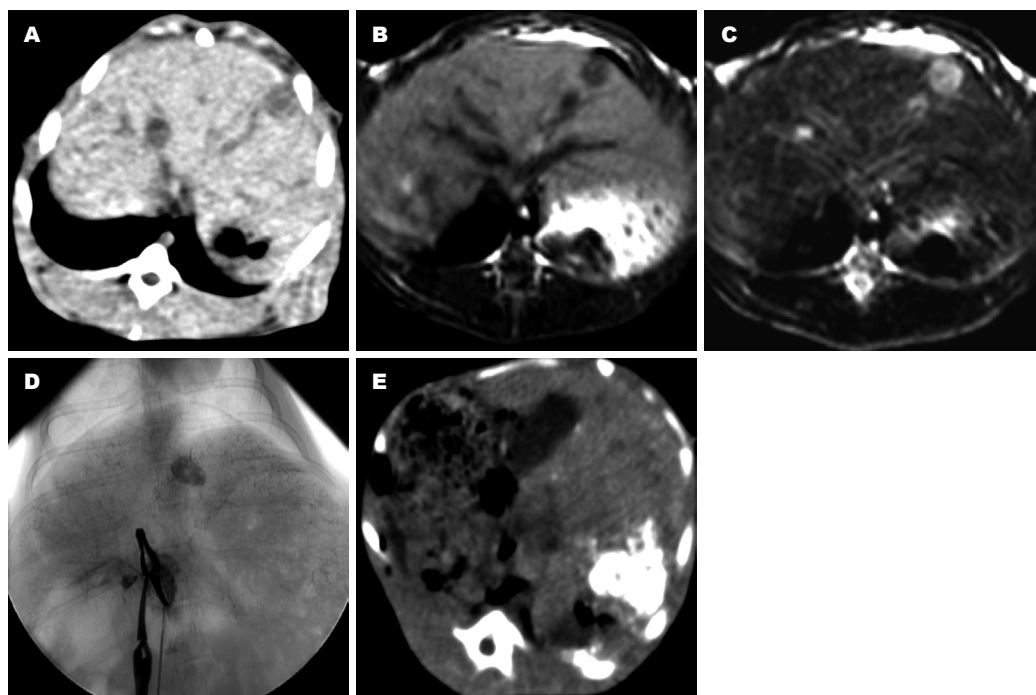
荷瘤兔介入术前影像学表现. A: 肿瘤种植11 d CT像; B: 肿瘤种植11 d T1WI像; C: 肿瘤种植11 d T2WI像; D: 肿瘤种植11 d DSA像; E: 超液态碘油+rAd-*p53*栓塞后.
